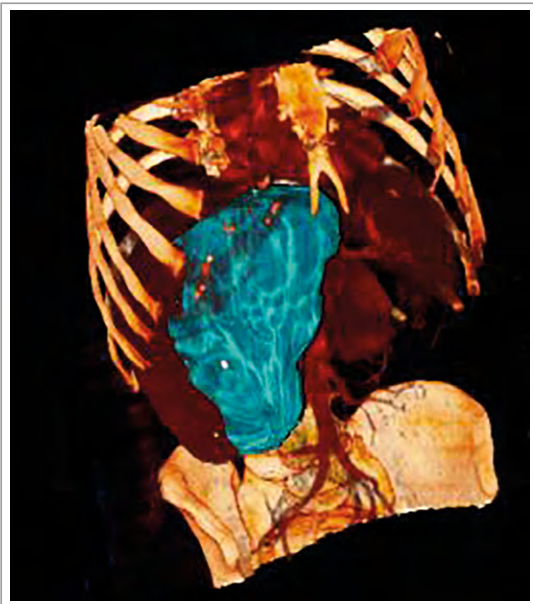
Volumetría virtual de hígado por TC. Nótese el volumen hepático residual en verde
